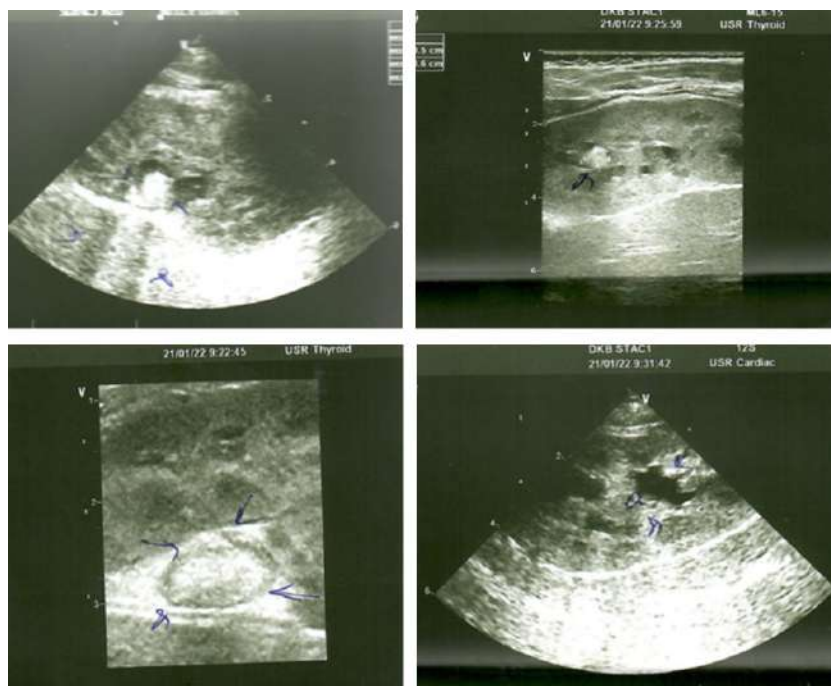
УЗИ почек пациента Н., возраст 6 месяцев
